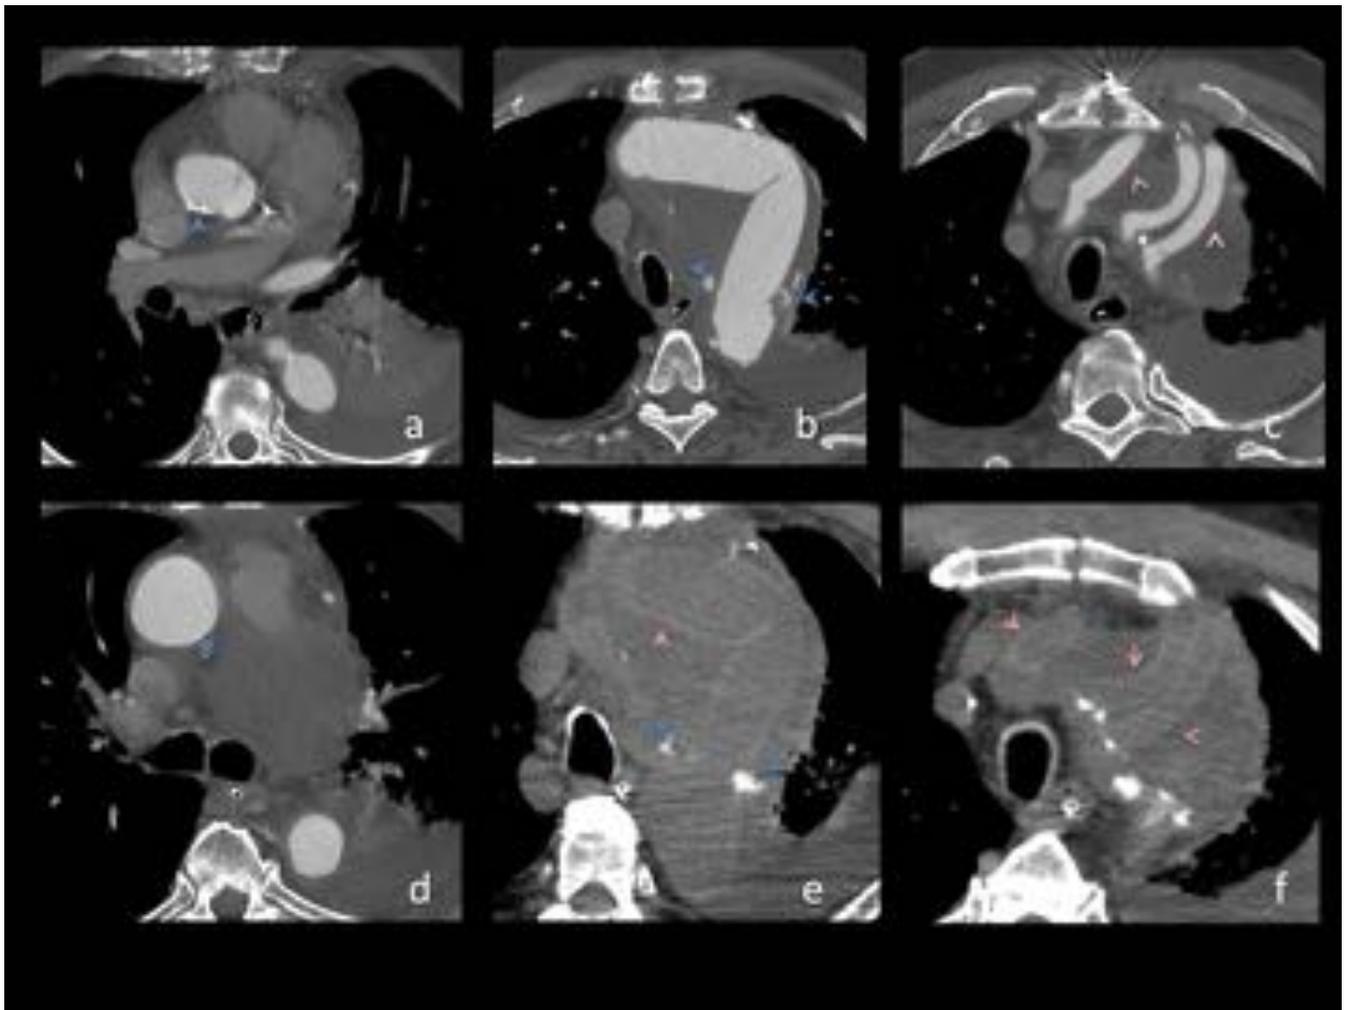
Técnica de reparación del arco. Paciente varón de 73 años con aneurisma ateromatoso de arco aórtico distal (a-b-d) material de sutura proximal y distal del injerto. (c) injerto trifurcado. (e-f) TC axial sin contraste muestra apariencia del injerto trifurcado de dacron.
